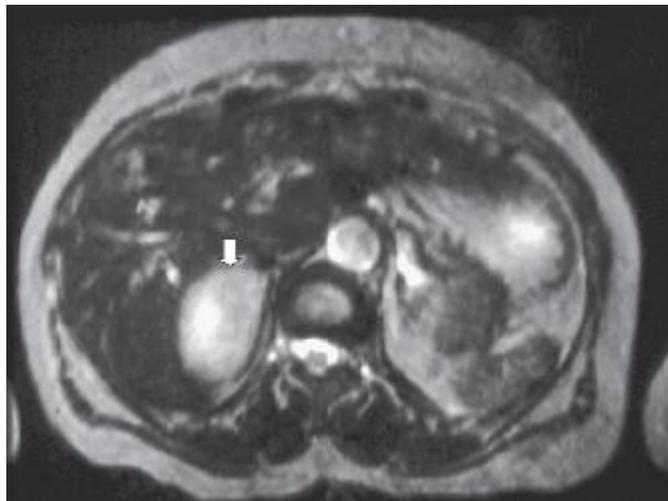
Phéochromocytome visible à l'IRM [42]
